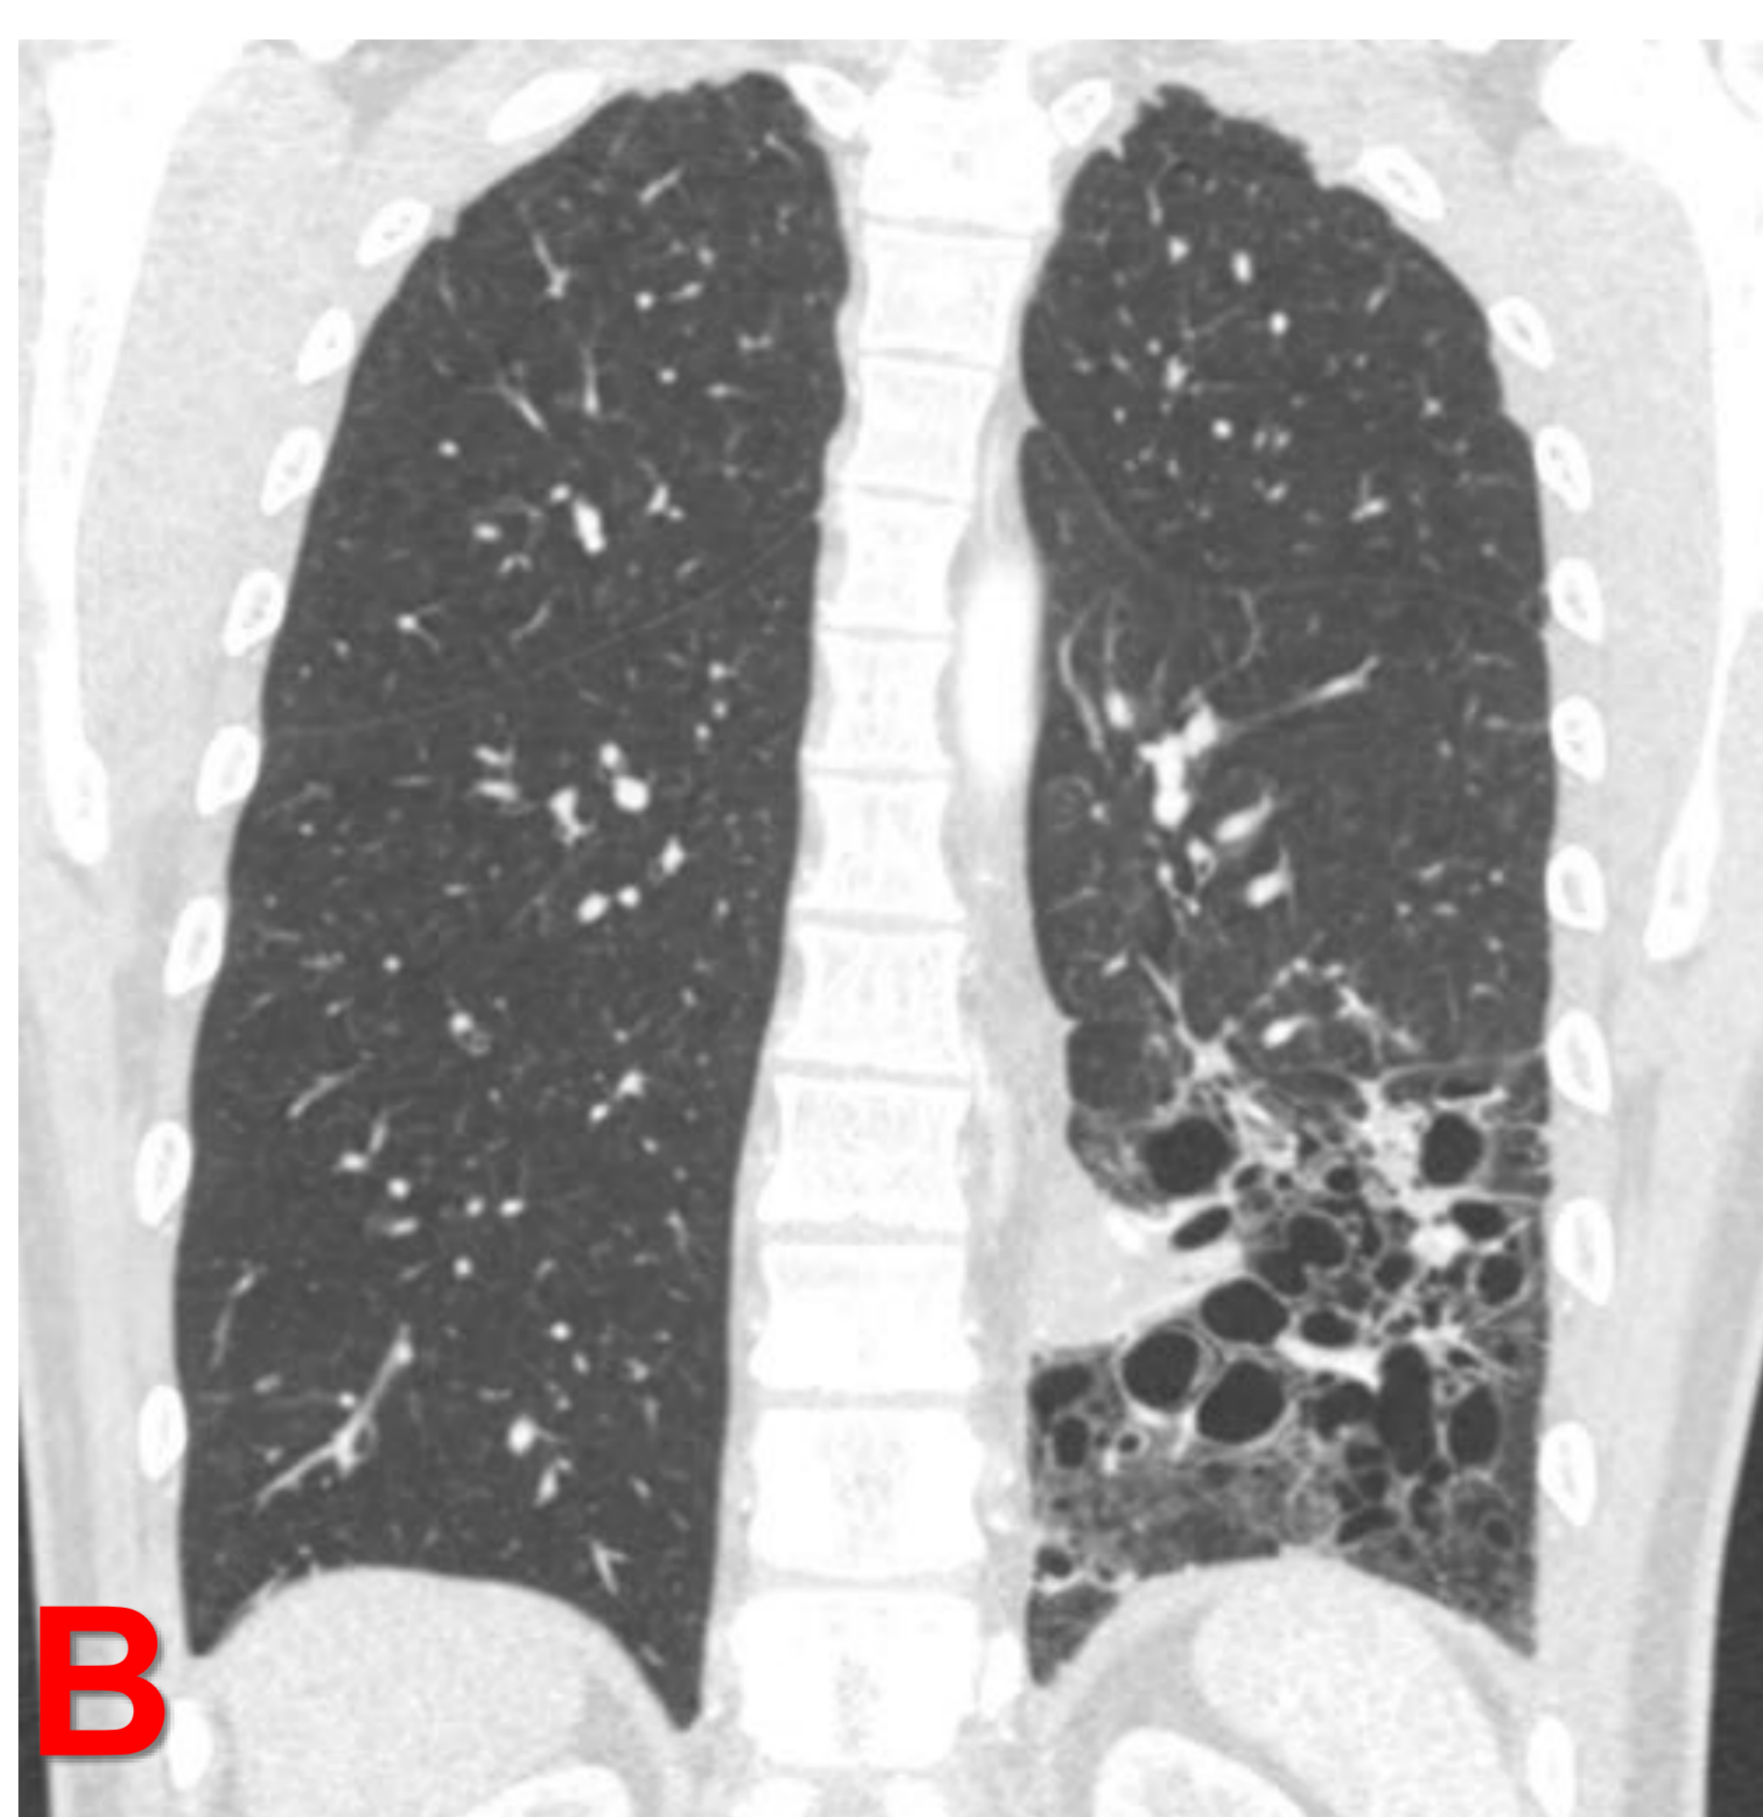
Imágenes A , B, C y D. CASO 2: TC programado en paciente de 32 años que acude a urgencias por hemoptisis no amenazante. Lesión híbrida : MAQ tipo 2 + secuestro pulmonar asociado.
